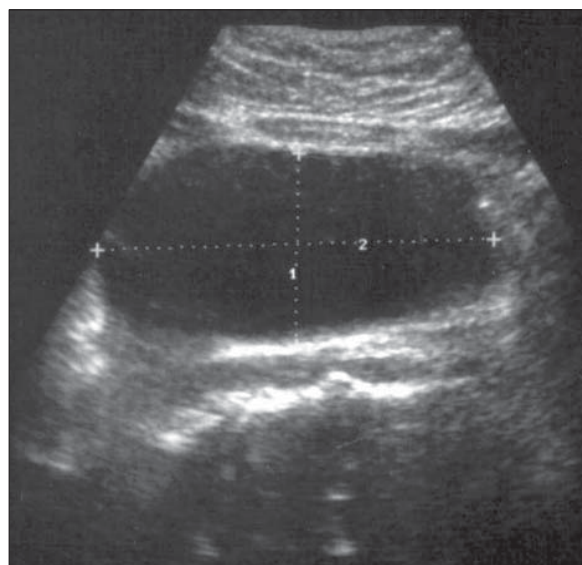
Chist enteric. Ecografie. Formațiune transsonică, masivă, bine delimitată de un perete stratificat.
